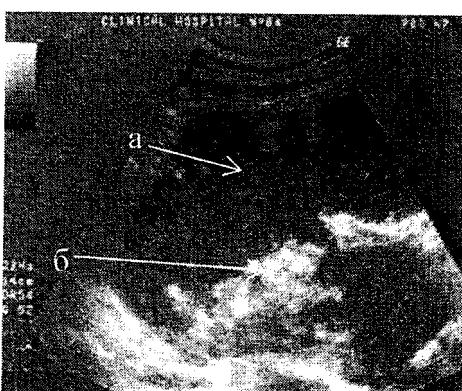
Ультразвуковая томограмма больного К. Жидкостное образование сальниковой сумки: а – жидкостное образование сальниковой сумки, б – поджелудочная железа.
